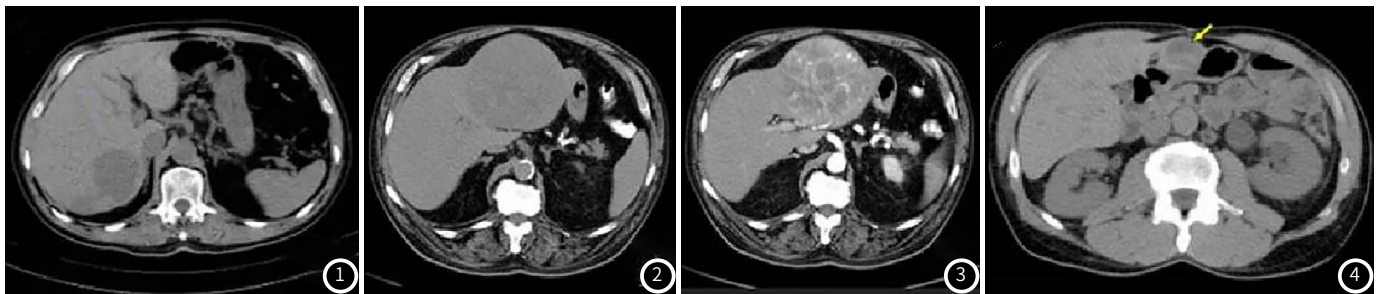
肝血管瘤 CT平扫可见边界清楚的均匀低密度病灶。图2~3 原发性肝癌,CT平扫可见左肝类圆形巨大肿块。动脉期肿瘤血供丰富,强化明显。图4 肝转移癌,与周围肝实质相比密度较低。
